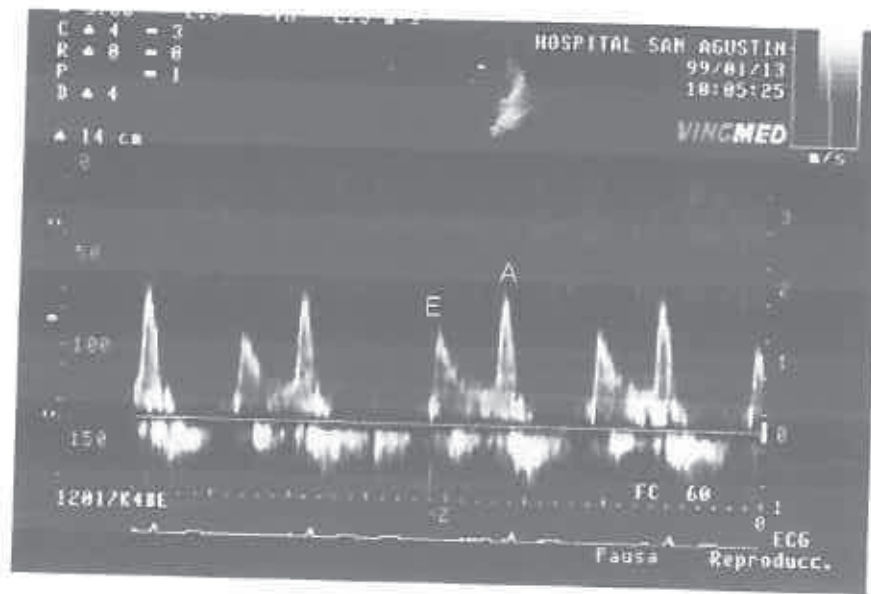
Imagen obtenida mediante doppler pulsado mitral. Observamos las ondas E y A constitutivas del llenado diastólico.
